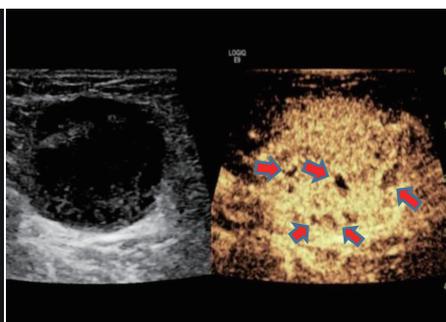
超声造影示淋巴结内见数个不规则造影剂未填充区域(箭头示),大部分未填充区域远离淋巴门
